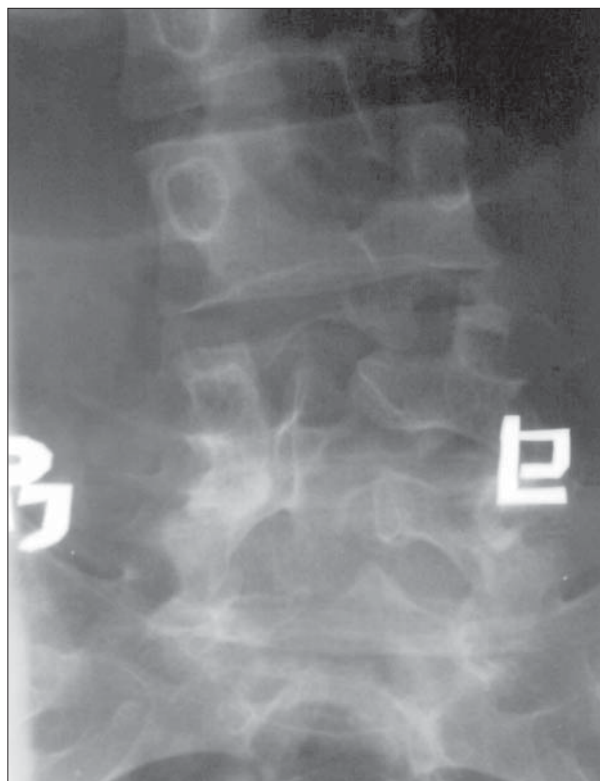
Anteroposterior plane X-ray of lower lumbar spine. Spinal dysraphia at the level of L4-S1
